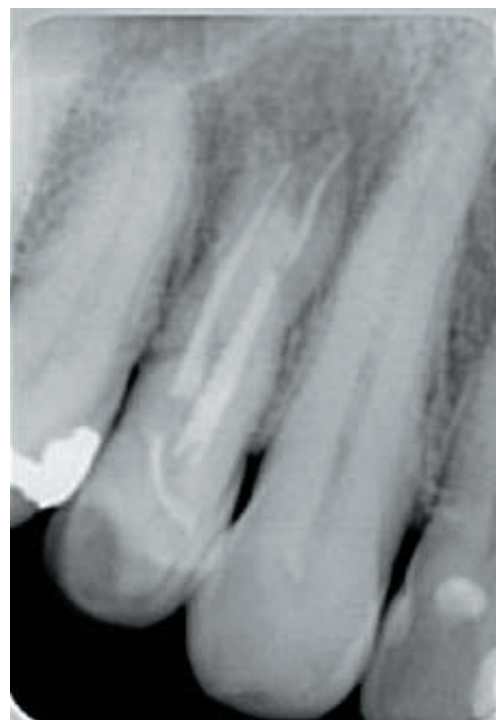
Radiografia inicial
